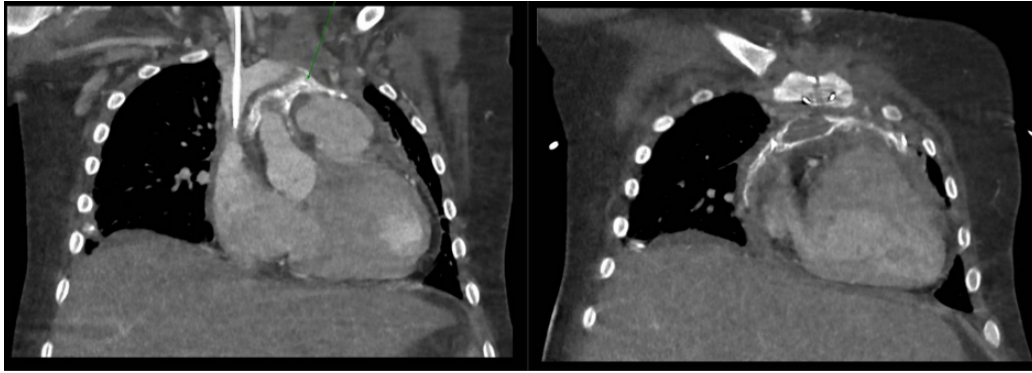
TAC de Tórax con contraste. Imágenes de alta densidad de morfología irregular, lineales y pseudonodulares, siguiendo la superficie teórica del pericardio en su porción anterior y superior y de recesos pericardicos superiores, con extensión al mediastino anterosuperior y al hueco supraesternal. Colección anterior a aorta ascendente de $3,1 \times 2,6 \times 1,9$ cm, parcialmente rodeada por la calcificación y con una pequeña burbuja de aire en su interior.
